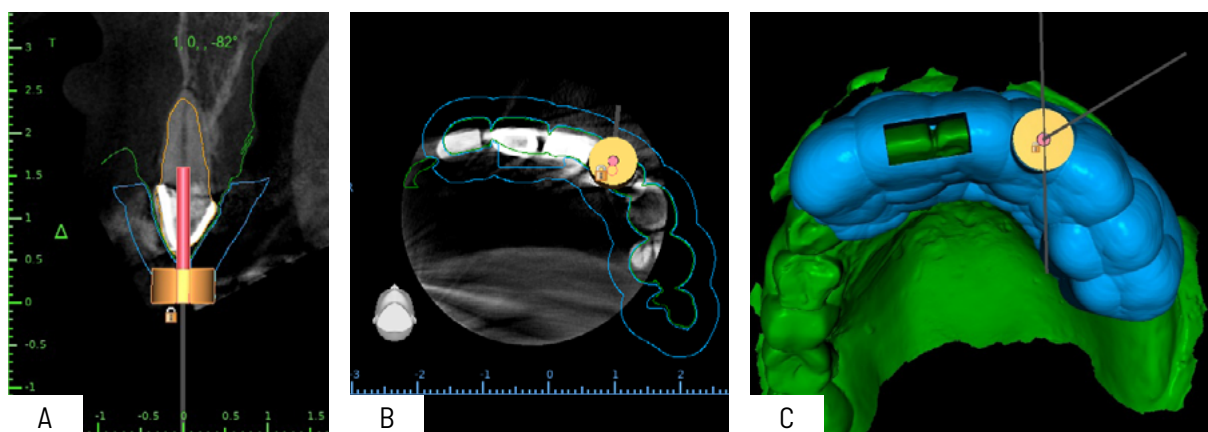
Diseño Digital de guía endodóntica. A: Corte tomográfico sagital con diseño de implante personalizado; B: Vista axial de la planificación digital para la guía de acceso endodóntico mediante CBCT y superposición STL; C: Vista oclusal de guía totalmente diseñada.
